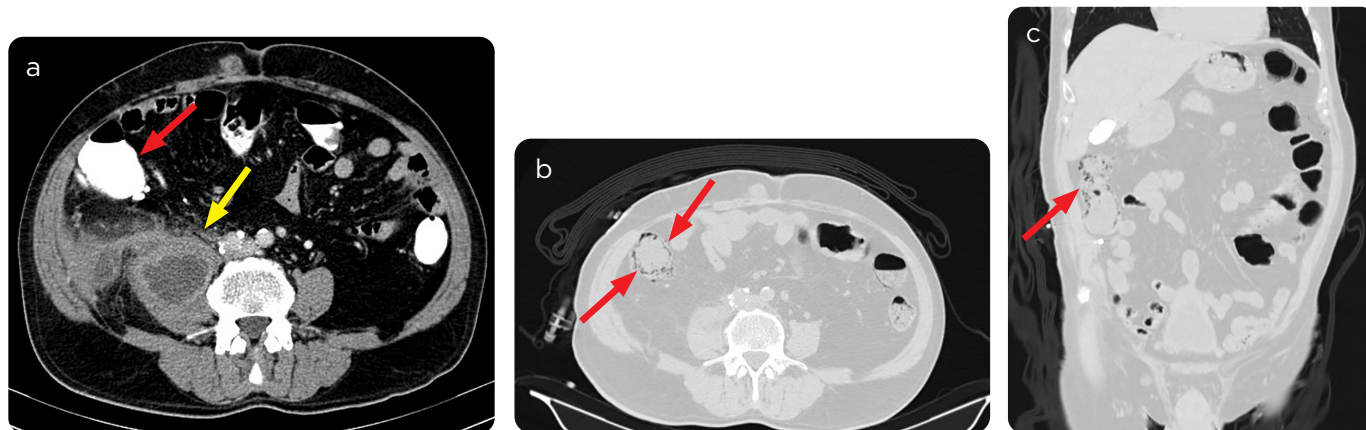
Paciente de 71 años de edad, con sensación de masa en fosa ilíaca derecha. a): TC abdominal de ingreso con colección en músculo psoas ilíaco derecho (flecha amarilla), sin evidencia de neumatosis en el colon vecino (flecha roja). b y c) TC de control posterior a colonoscopia: descarta masas en el colon y evidencia imágenes quísticas, de baja densidad (flechas) en la mucosa del colon ascendente por neumatosis cistoide.
